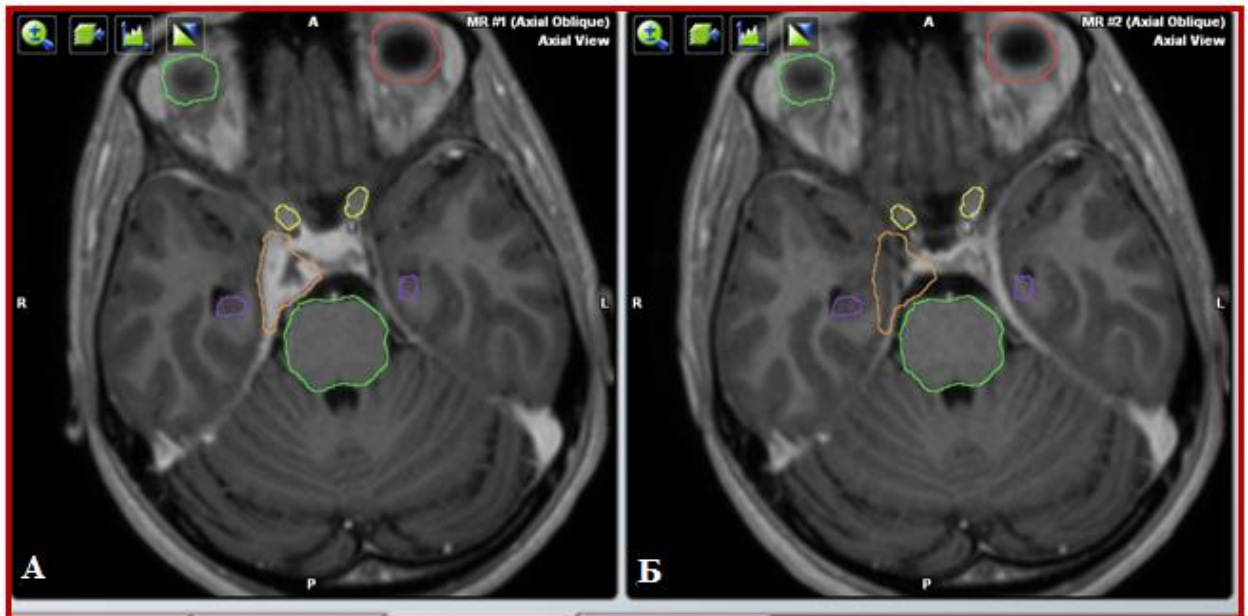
Спостереження № 10. Хворий С-ка, 22 років, історія хвороби № 133954. МРТ головного мозку до (А) та через 6 місяців (Б) після СРХ (Т1 33 з парамагнітним контрастуванням).
